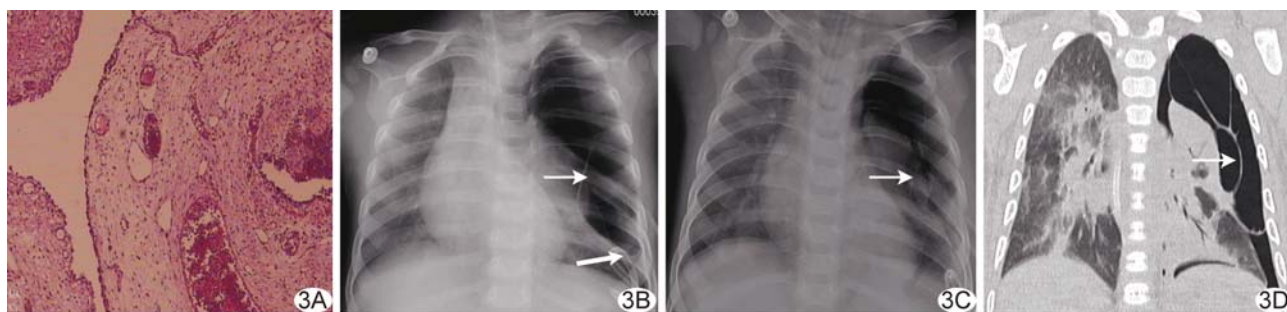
患儿男,1 岁,左肺 CPAM(Stocker 4 型) A. 镜下见多腔大囊肿,内衬扁平或低柱状肺泡上皮(HE, $\times 100$); B. 胸片示左侧肺野透亮度增高,肺野中外带缺乏明确的肺纹理结构,肺组织受压向肺门聚集,其外侧可见纤维间隔影(细箭),左侧胸腔可见引流管(粗箭); C. 1 天后复查胸片,肺组织有所复张,仍可见纤维间隔影(箭); D. 1 天后复查 CT 示左侧胸腔巨大含气囊腔,可见多发纤维间隔(箭)
